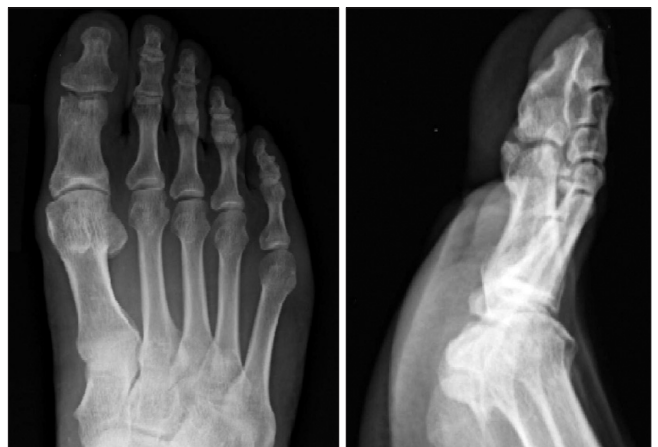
Radiographs taken right after removing a k-wire, at the 4th week of postoperative period.
